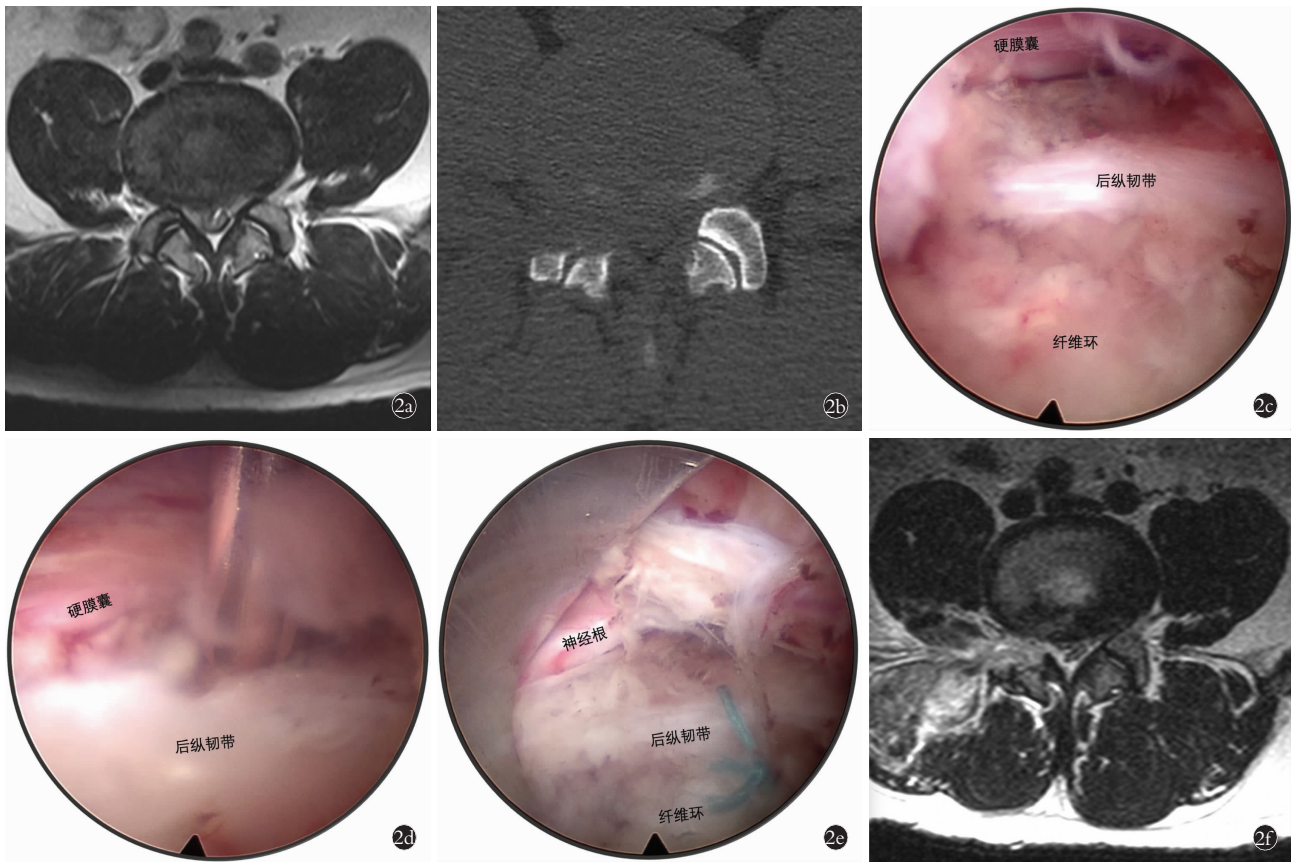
患者,男,23 岁, L_{4,5} 椎间盘呈右侧旁中央型突出,采用经椎间孔入路全内镜下腰椎纤维环缝合术治疗。内镜下视野方位:左侧-尾侧;右侧-头侧;上方-背侧;下方-腹侧 2a. 术前 T2 加权轴位腰椎 MRI 显示 L_{4,5} 椎间盘突出 2b. 经后外侧入路行右侧 L_{4,5} 椎间孔扩大成形,以便大通道内镜进入椎管 2c. 全内镜下显露纤维裂口、背内侧的后纵韧带 2d. 将弯针头刺入后纵韧带并向外侧拉拢覆盖裂口外侧纤维环 2e. 全内镜下显露缝合完毕的缝合线、纤维环裂口及其与神经根的关系 2f. 术后第 2 天复查腰椎 MRI, T2 加权轴位相显示突出椎间盘组织摘除完全,后纤维环平整
